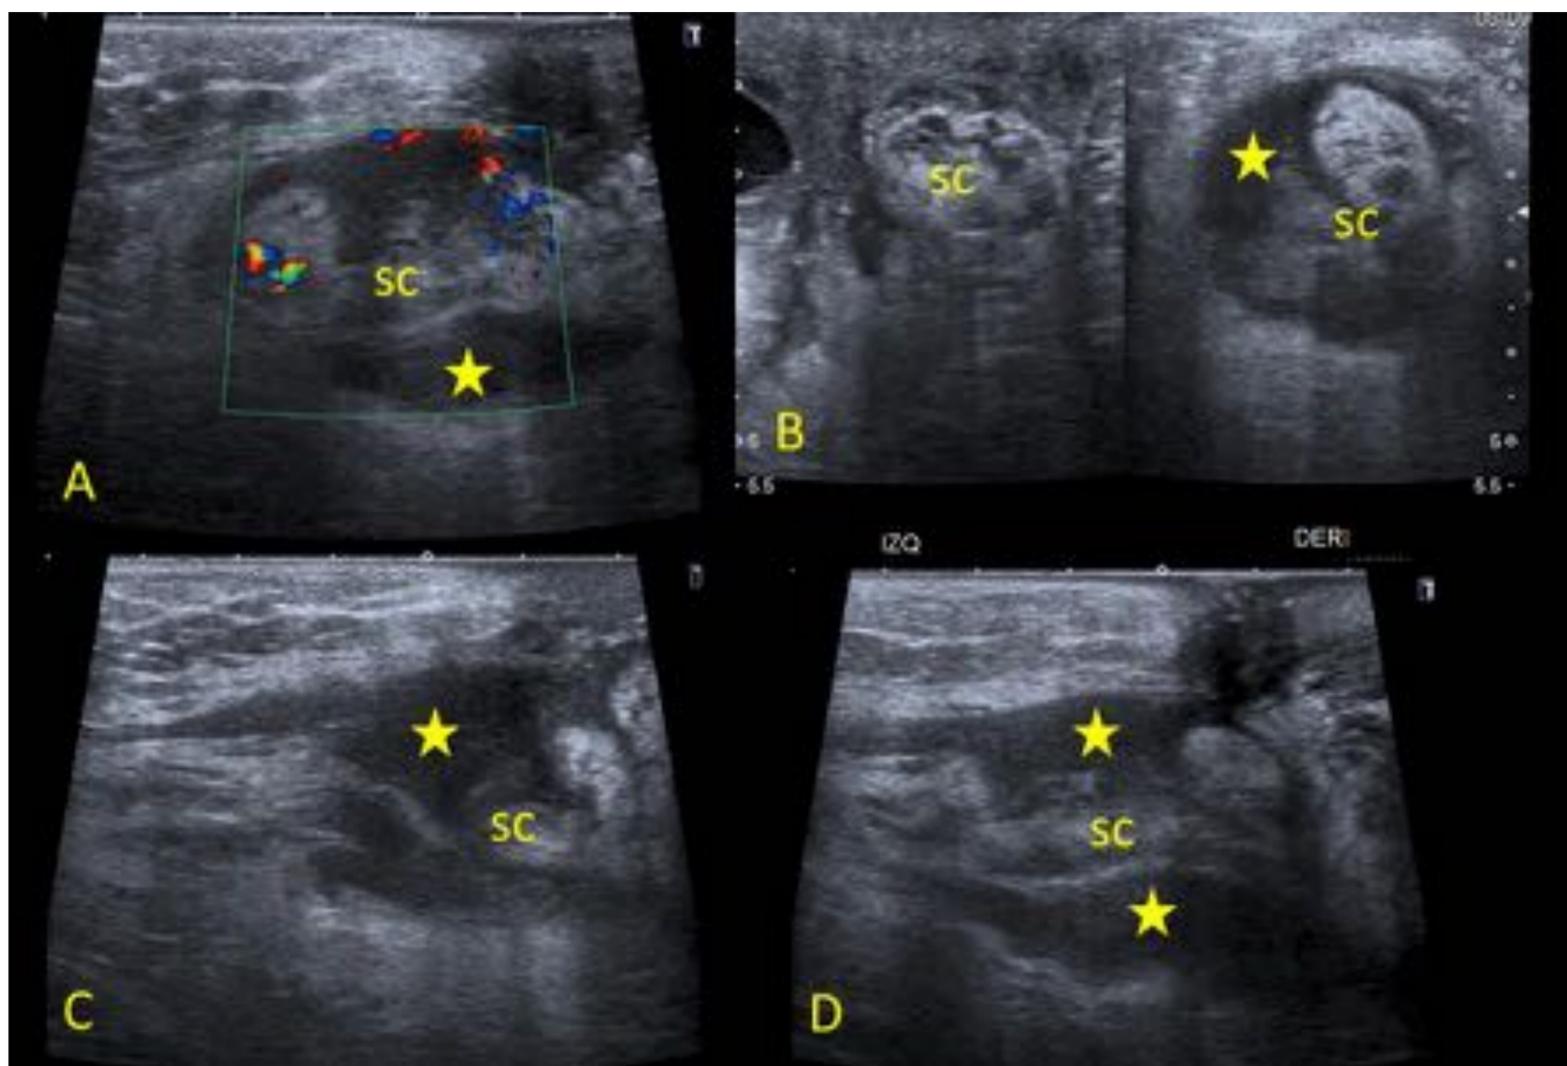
A, C, D: ecografías longitudinales: colección hipoecogénica alrededor del cordón espermático (SC), compatible con hematoma (estrella). B: ecografías axiales: imágenes comparativas, afectación por hematoma del cordón espermático derecho.
